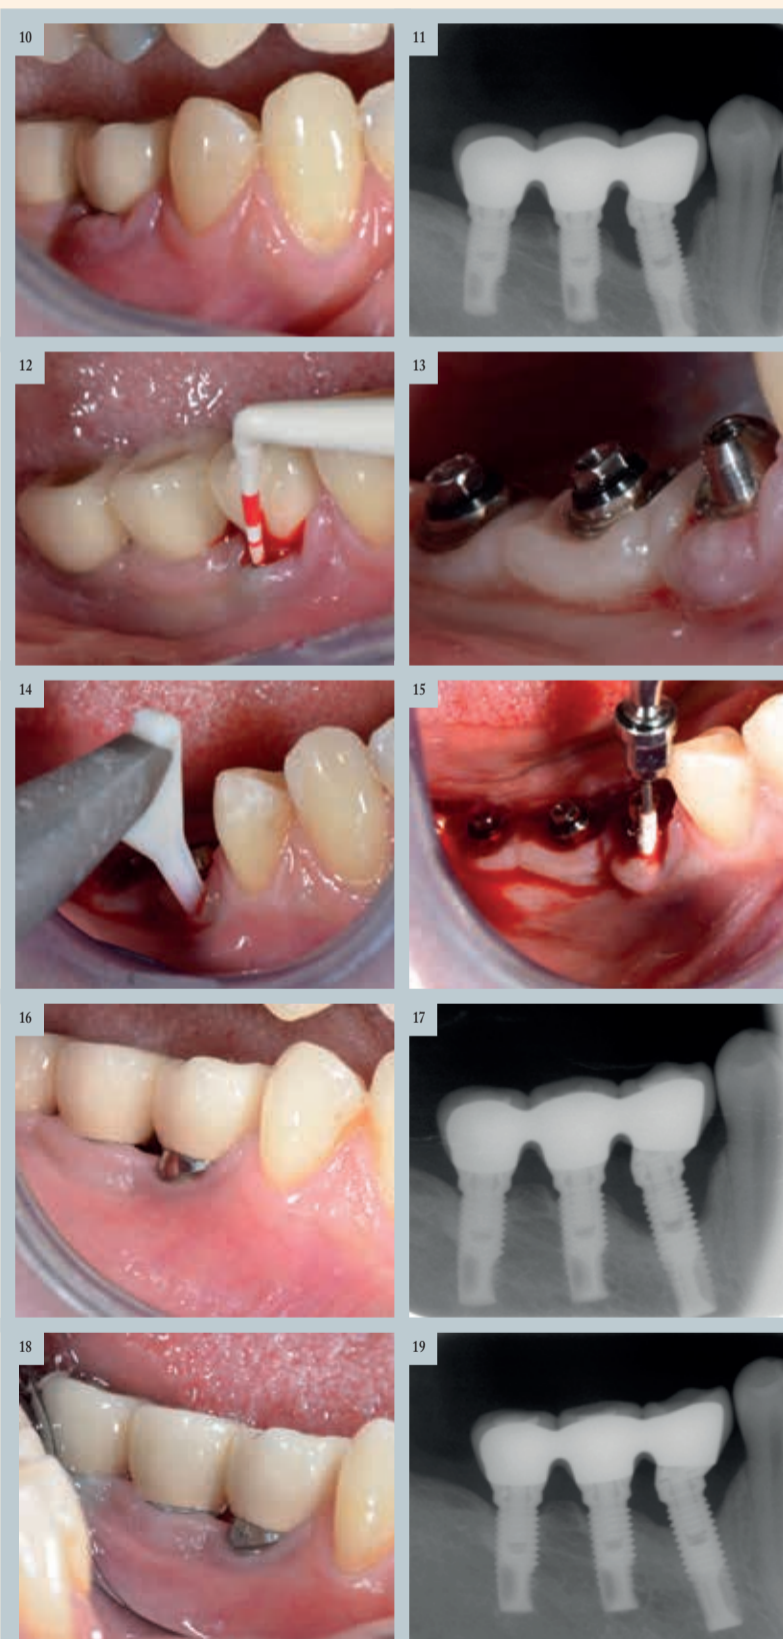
Situation initiale | Fig. 11 Examen radiographique initial | Fig. 12 Le sondage révèle une poche de 7 mm en distal, 7 mm en mésial et 6 mm en vestibulaire. | Fig. 13 La prothèse supra-implantaire est déposée afin d'améliorer l'accès lors du traitement. | Fig. 14 La buse PERIO EMS est délicatement introduite dans la poche puis un mouvement de va et vient pendant 5 secondes est appliqué | Fig. 15 Instrument PI EMS en PEEK | Fig. 16 Contrôle à 6 mois, on note la résolution de l'inflammation gingivale. | Fig. 17 Radiographie 6 mois | Fig. 18 Contrôle à 1 an | Fig. 19 Radiographie à 1 an
